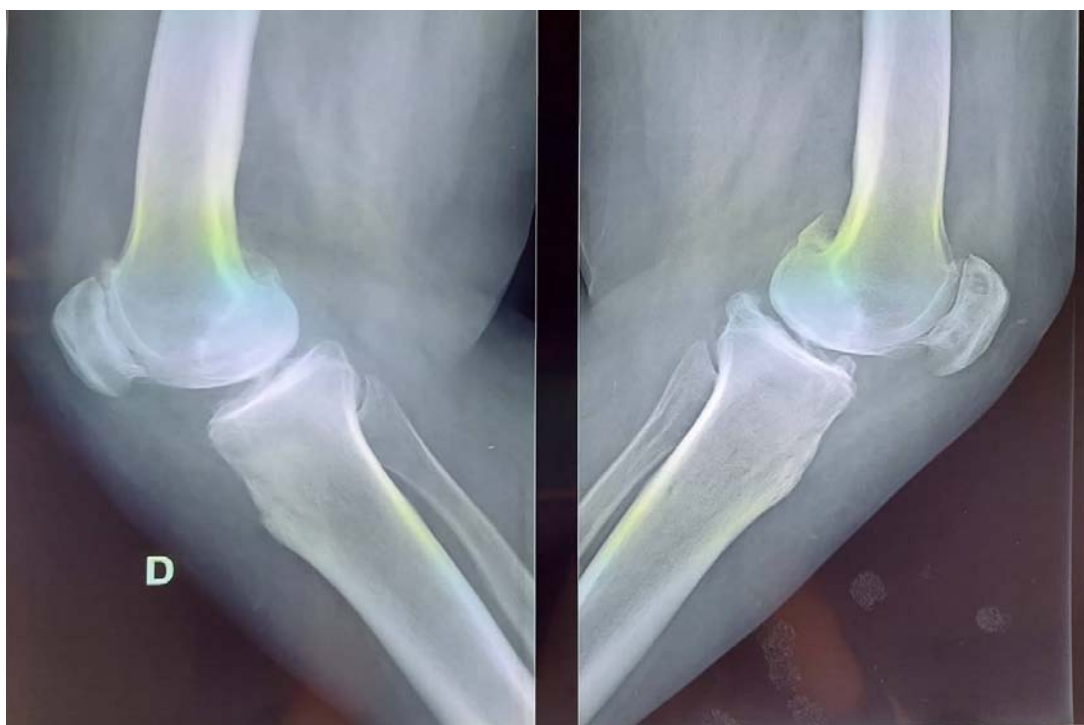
Gonarthrose stade 4 sur une radiographie de profile des deux genoux.
